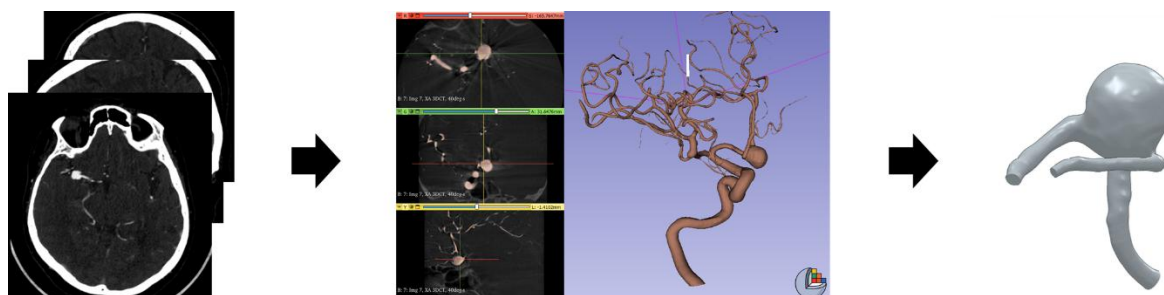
Flusso di lavoro per la ricostruzione geometrica di un aneurisma intracranico: dalle immagini radiologiche di partenza (CTA) alla segmentazione, fino alla ricostruzione tridimensionale della vascolarizzazione cerebrale e al modello finale dell'aneurisma.
